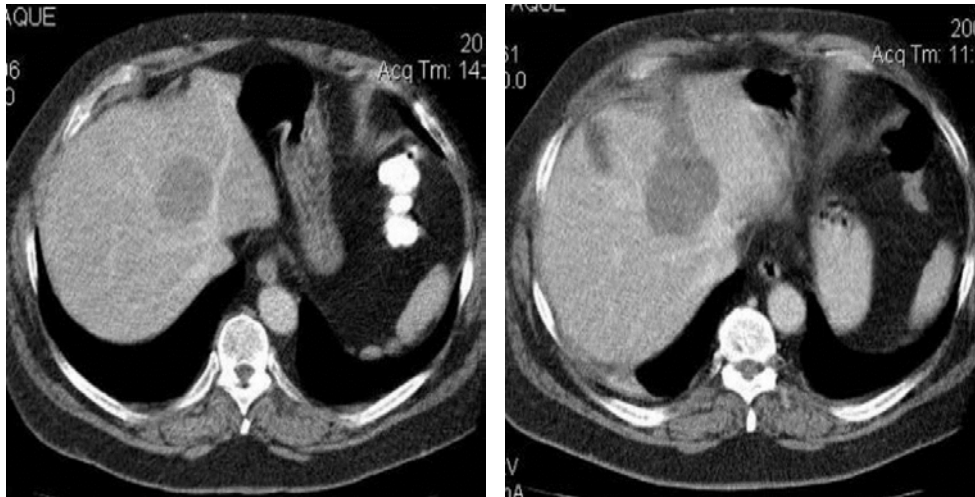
Спіральна КТ, виконана до і після процедури РЧТА. Зображено зону фіброзної тканини в ділянці коагуляційного некрозу через 6 місяців після процедури РЧТА [1]
